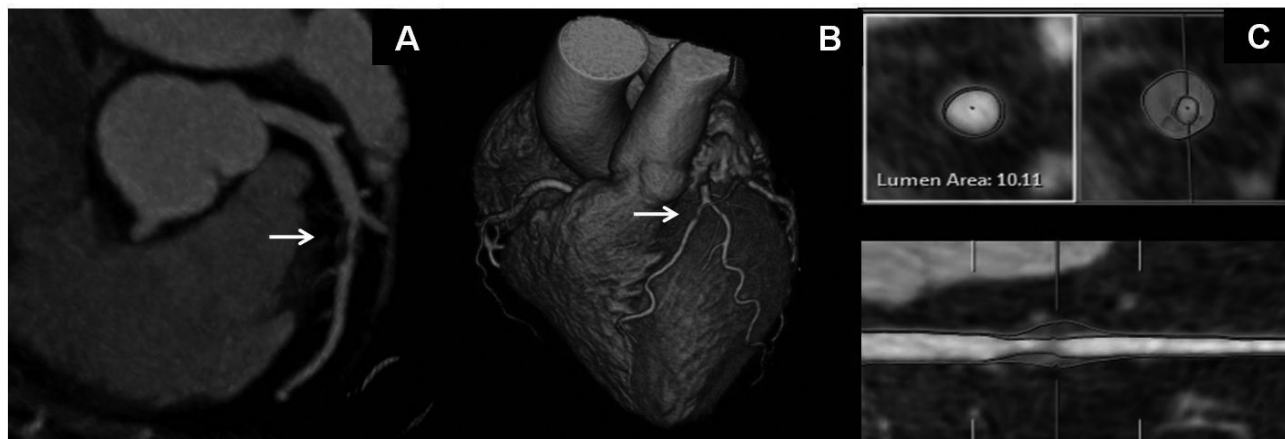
Ejemplo de un estudio de tomografía computarizada cardíaca, donde se muestra una lesión obstructiva en la arteria descendente anterior (flecha) en un corte axial (A) y en la reconstrucción tridimensional (B). Mediante un programa específico se puede realizar el análisis de la composición de la placa, que pone de manifiesto en este caso el predominio de contenido no calcificado (C).
